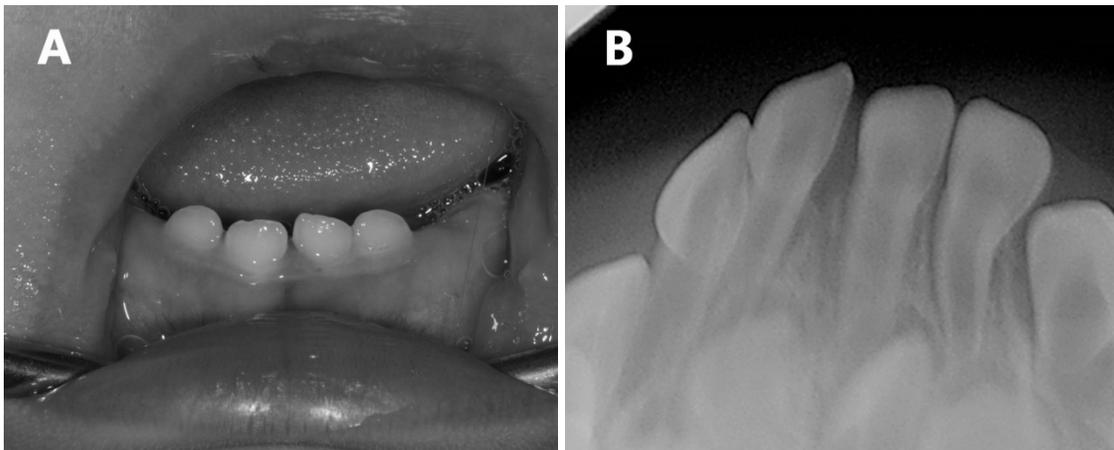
초진 시 구내임상사진(A) 및 치근단방사선사진(B).
